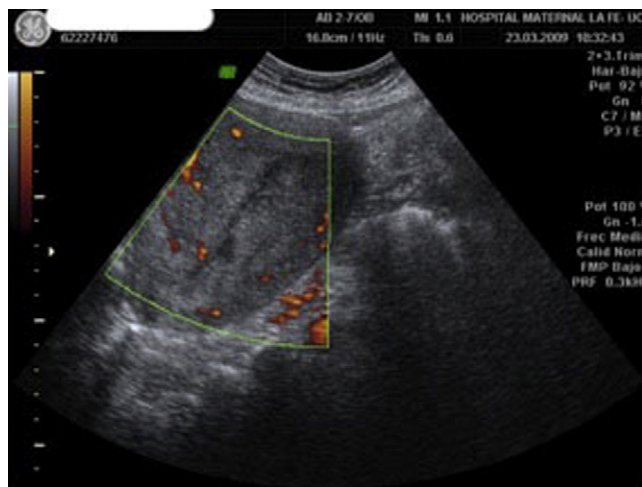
La ecografía en modo Power-Doppler muestra la cavidad uterina vacía tras la expulsión de la masa placentaria y ausencia completa de vascularización.
